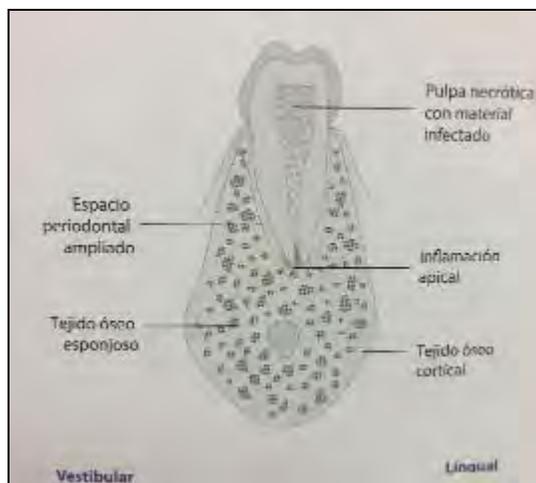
Fase periapical de la infección odontogénica.¹² (Tomado de: Chiapasco M., Anello T., Casentini P., Coggiola A., Corsi E., Flora A., Fusari P., Garattini G., Gatti F., Maccarini L., Micolani R., Montinari A., Rossi A., Seriola L., Zaniboni M., Tácticas y Técnicas en Cirugía Oral. 3ª.ed. Milano, Italia: Editorial Amolca, 2014. Pp. 205-231)
